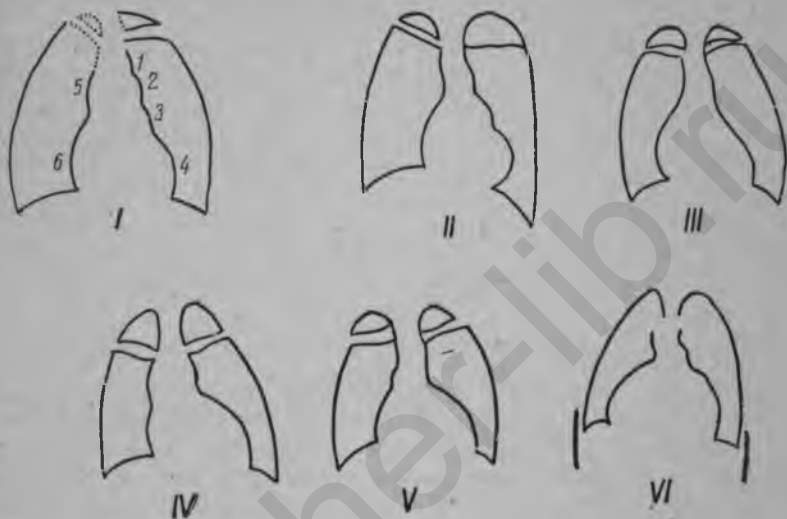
Контуры сердца при рентгеноскопии.
